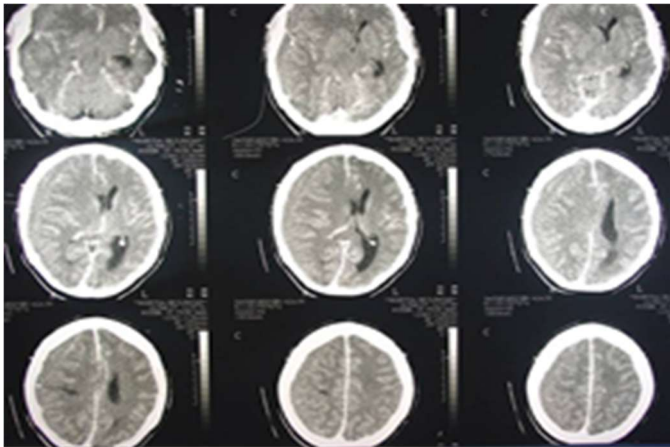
TAC de cráneo sin contraste.
